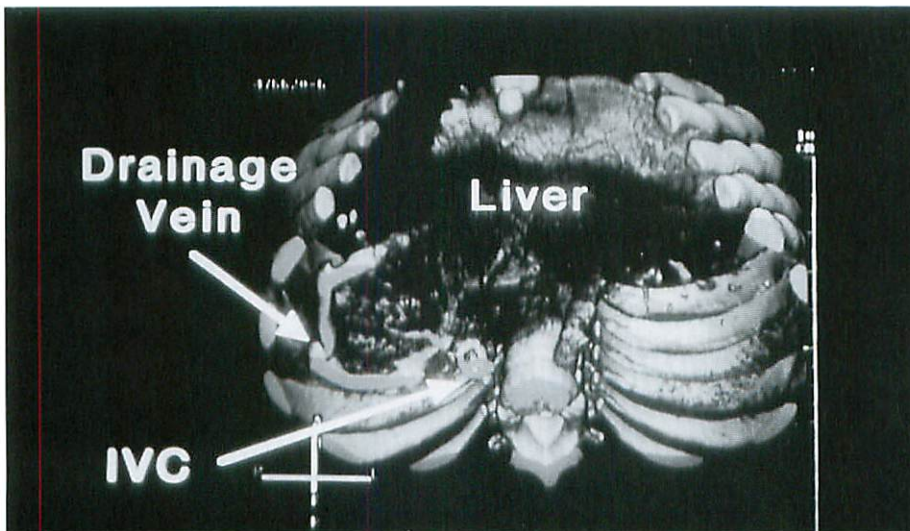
症例2における造影ヘリカルCT三次元画像のVoxel transmission 像
